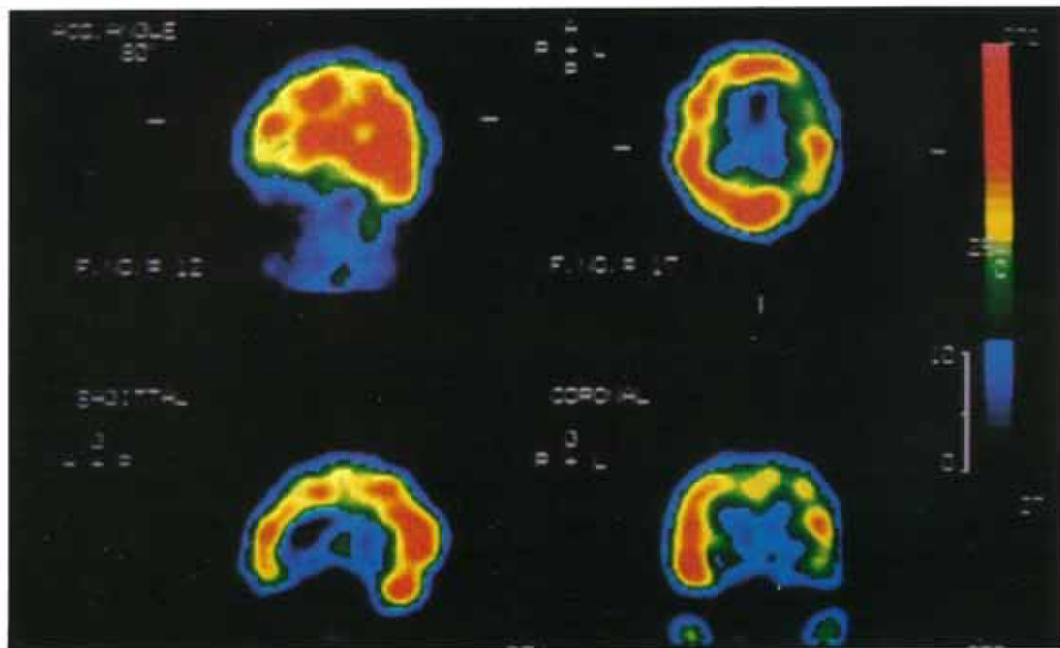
The IMP-SPECT study starting after 30 minutes of IMP injection which was injected 5 minutes after the completion of intravenous bemegride loading showed the pattern of a regional increased uptake in the lower part of the left motor area and the upper part of the left temporal lobe, corresponding with the epileptic symptoms, and a surrounding border of decreased uptake.
